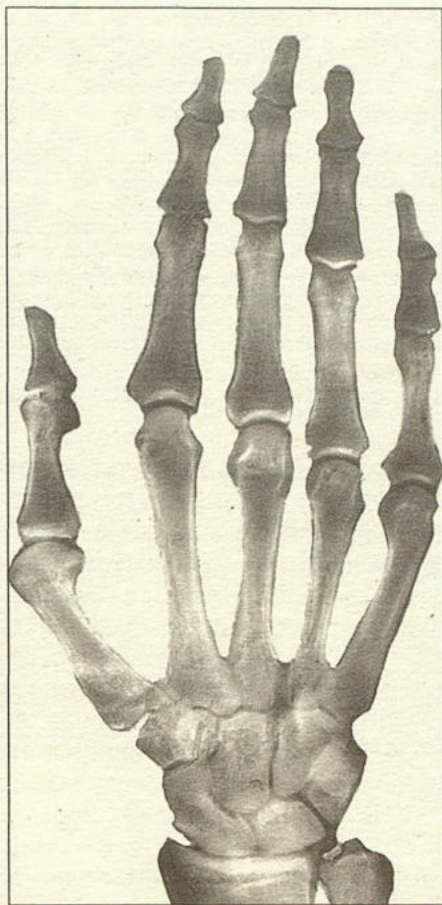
Рентгенограмма кисти больного с синдромом Марфана.
